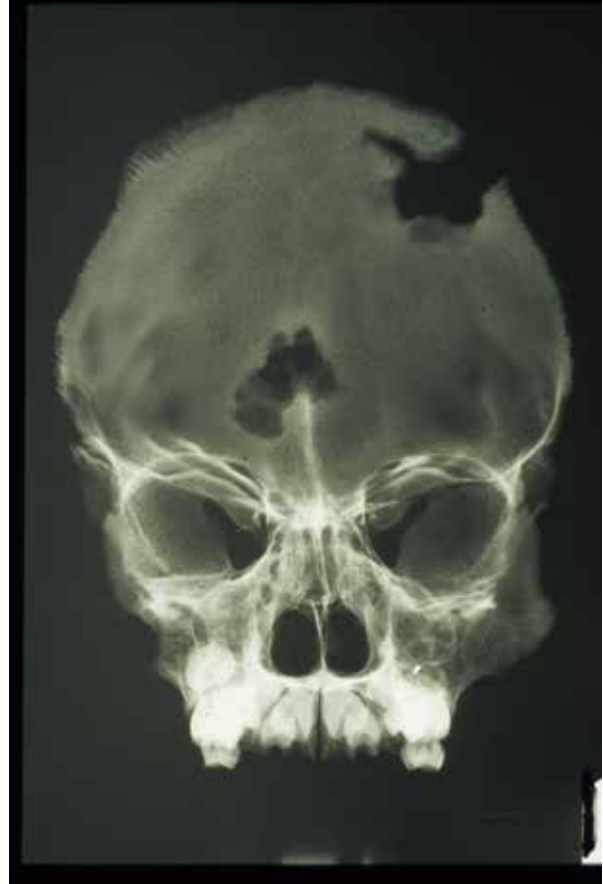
Cráneo (Cueva 51, ANT.PA 03210) (radiografía por cortesía de Gerald Conlogue).
